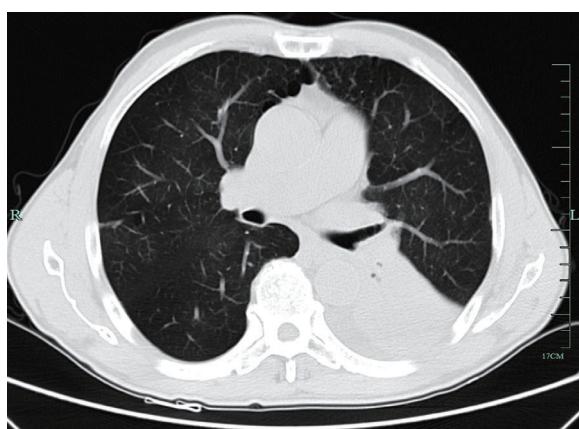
治疗前CT提示左肺下叶中央型肺癌伴左肺下叶阻塞性肺不张，纵膈淋巴结转移，左侧胸腔少量积液
